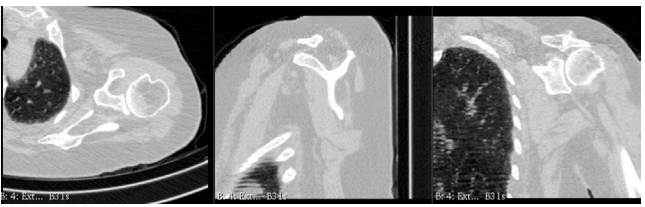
Secciones bidimensionales de la anatomía del paciente obtenidas mediante TAC.
